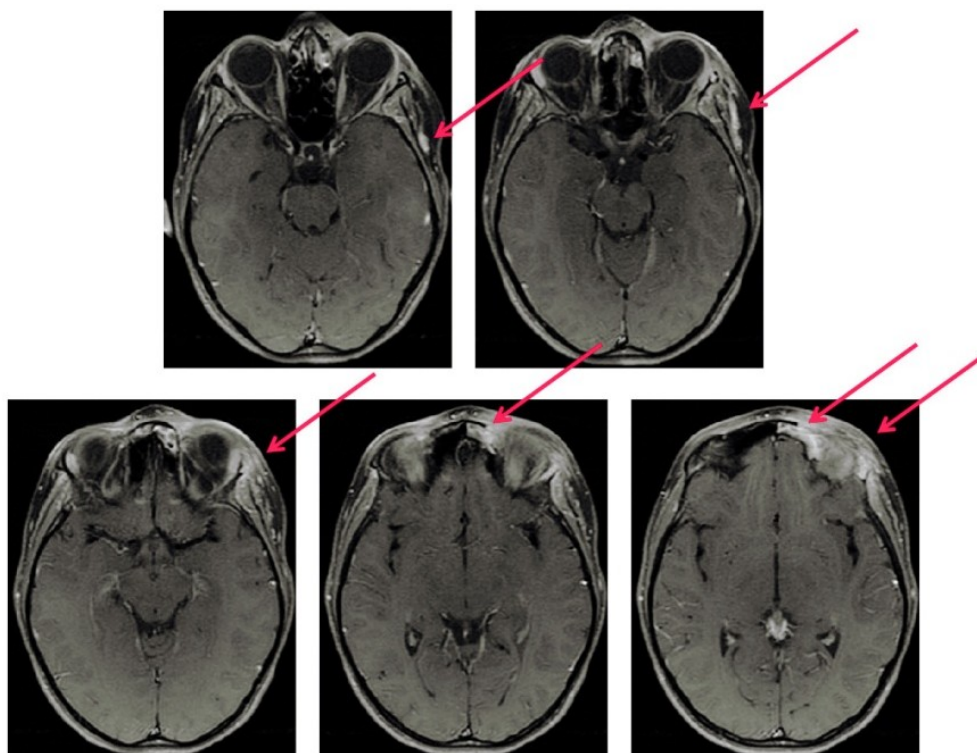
RMN cranio e orbite: T1 Assiale con contrasto. Captazione del contrasto da parte del tessuto infiammato
